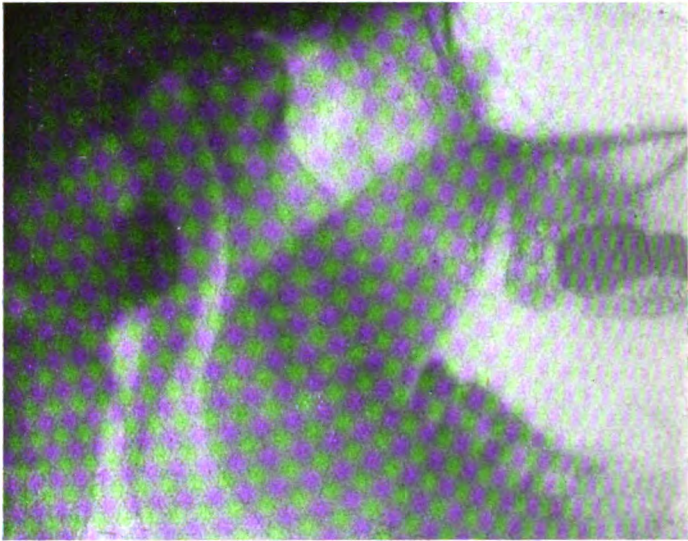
Röntgenbild einer beginnenden knöchernen Ankylose.
